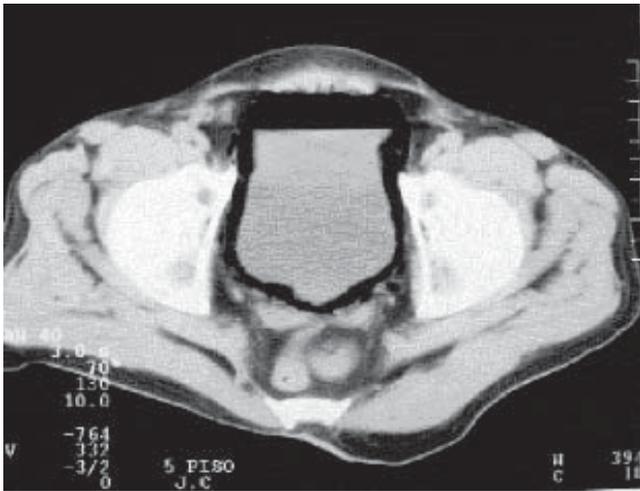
TC con presencia de aire alrededor de la vejiga.
